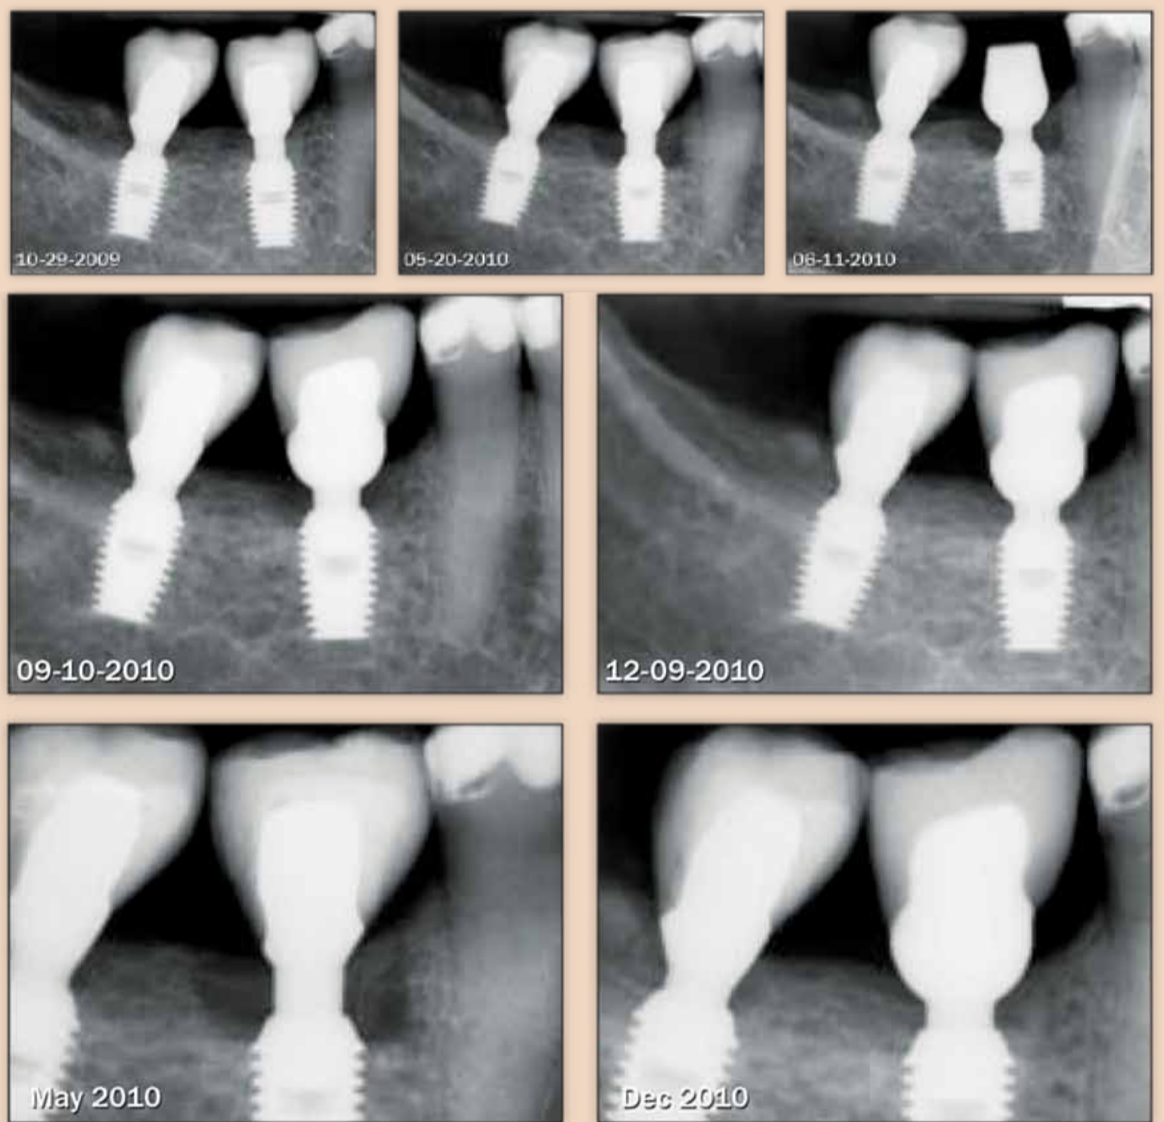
Periapical radiographs of two 5 x 8-mm HA-coated Bicon implants in the mandibular right posterior area restored with integrated abutment crowns. In October 2009, the patient presented with a complaint of pain and exudate around the implant in the first molar position. Bone loss to the first implant thread was observed in May 2010. The implant restoration was removed, and 1 mg of minocycline hydrochloride (Arestin, OraPharma) was placed under the spherical base of a prefabricated abutment. The patient's physician had prescribed acetylsalicylic acid for cardiovascular prevention, but the patient had not begun taking the medication until he was informed of the possible beneficial effects on crestal bone levels. A new restoration was inserted in September 2010. What appeared to be peri-implant bone remodeling and further remineralization was observed after 6 months of treatment with 650 mg of acetylsalicylic acid daily and the insertion of a restoration with a spherical base.
